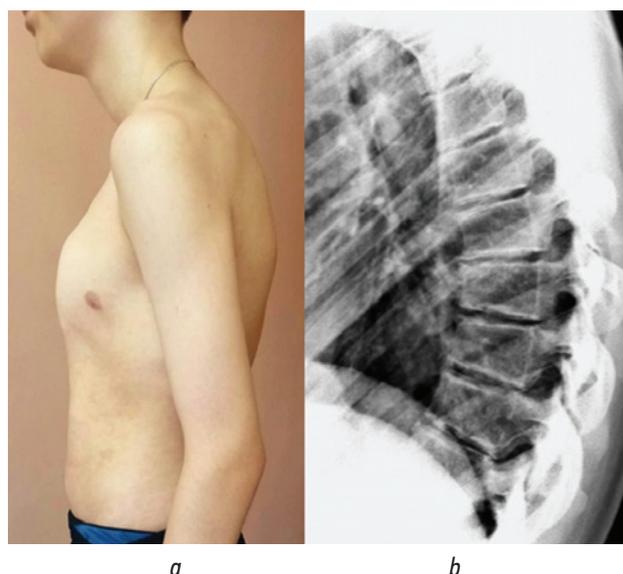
Внешний вид (а) и результаты рентгенографии грудной клетки (б) подростка 14 лет с килевидной деформацией грудной клетки и болезнью Шейермана – Мау
